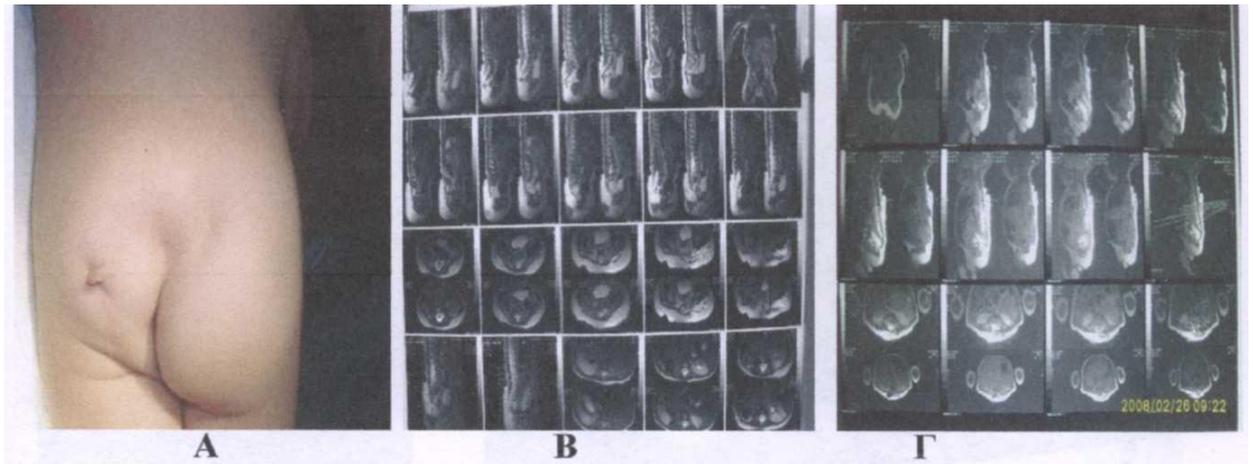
МСКТ при СМГ менингоградикулоцеле
